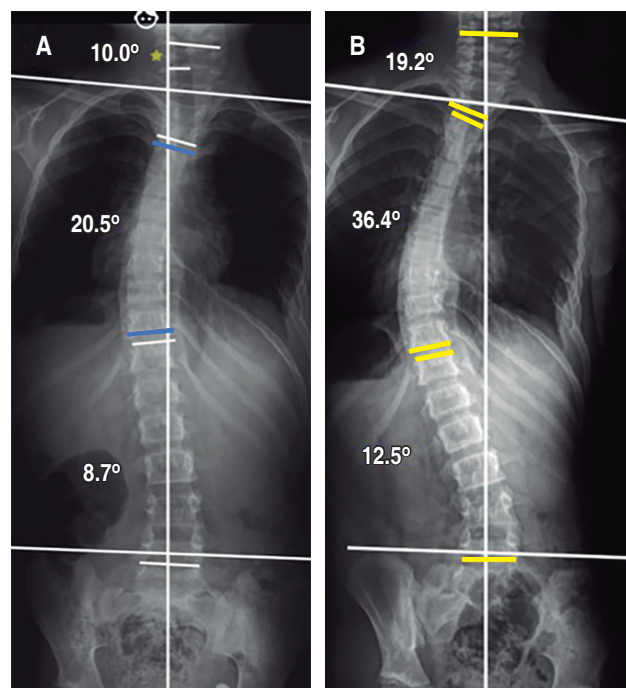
A) Radiografía panorámica de columna en donde se observa una curvatura torácica proximal de 10°, torácica principal 20° y lumbar de 8°. B) Curvatura torácica proximal de 19°, una torácica principal de 36°, y una lumbar de 12°.
